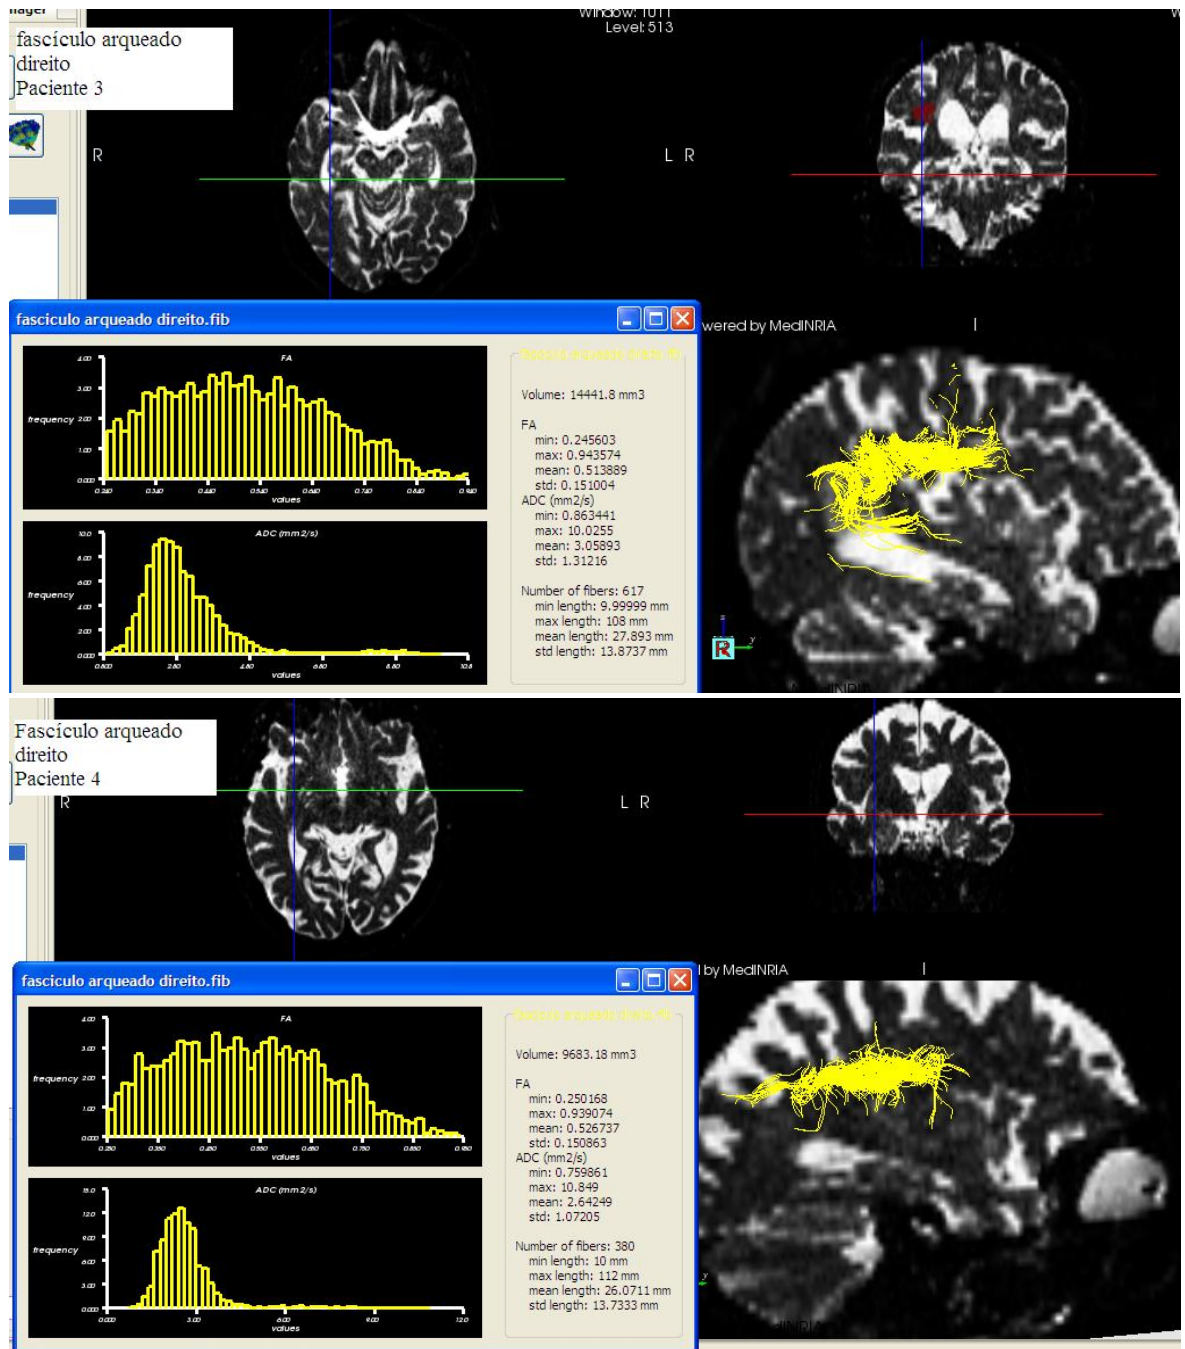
DTIs de quatro pacientes onde se evidencia o fascículo arqueado direito em amarelo analisado a partir das ordenadas identificadas nas imagens axiais e coronais no exame de ressonância magnética obtida em T2. A janela no quadrante inferior esquerdo da figura mostra os dados numéricos utilizados para a análise estatística.
